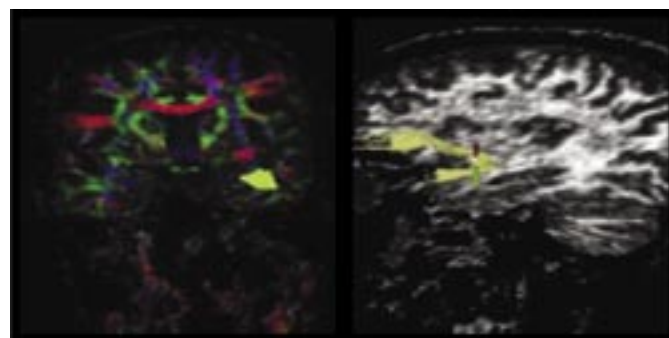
Imagens obtidas por RM por Tensor de Difusão.
